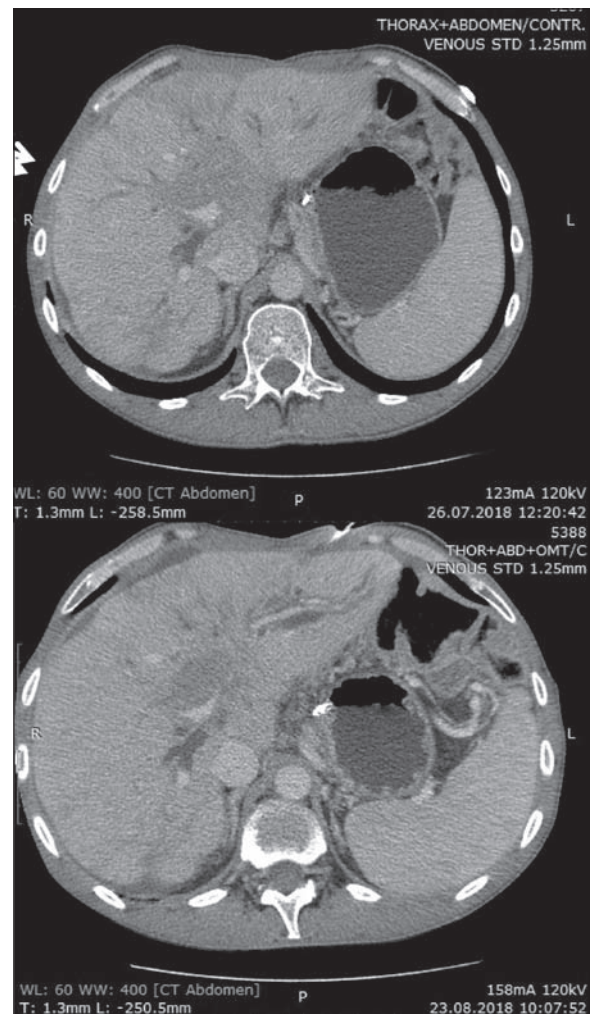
СКТ органов брюшной полости через 1 и 2 мес после таргетной терапии
